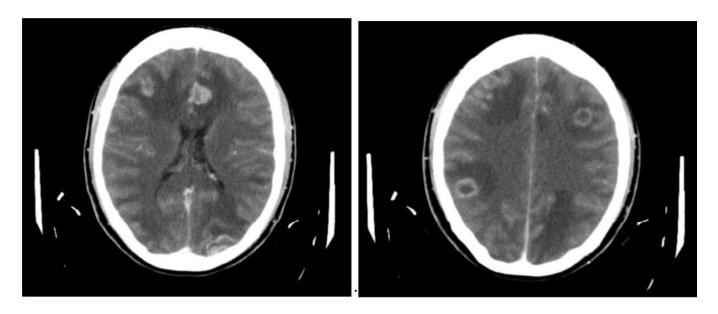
TC cerebral con contraste, diferentes cortes, presentan lesiones nodulares captantes de contraste.
